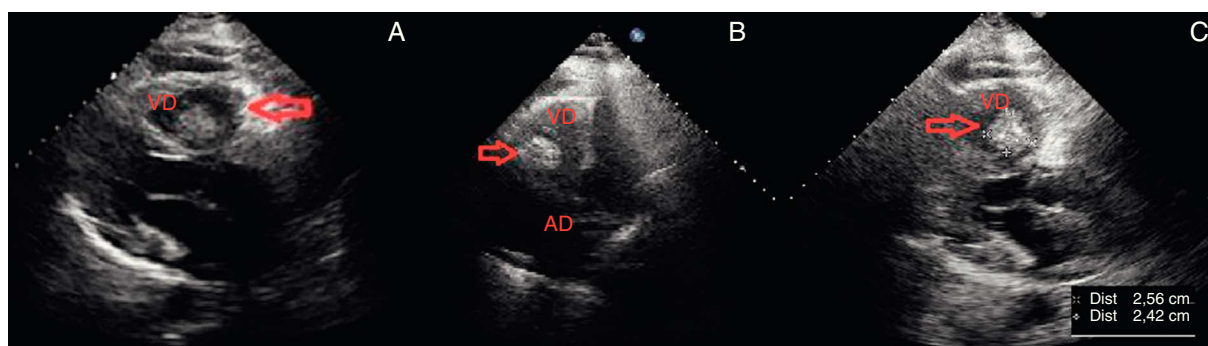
Imagens de ecocardiograma transtorácico realizado 24 horas após o internamento do doente onde se observa massa (seta) heterogénea pouco móvel no ventrículo direito e derrame pericárdico ligeiro. A: massa vista em incidência paraesternal longo eixo. B: massa no ventrículo direito vista na incidência apical quatro câmaras. C: medição da massa em paraesternal longo eixo. (AD: aurícula direita; VD: ventrículo direito).
